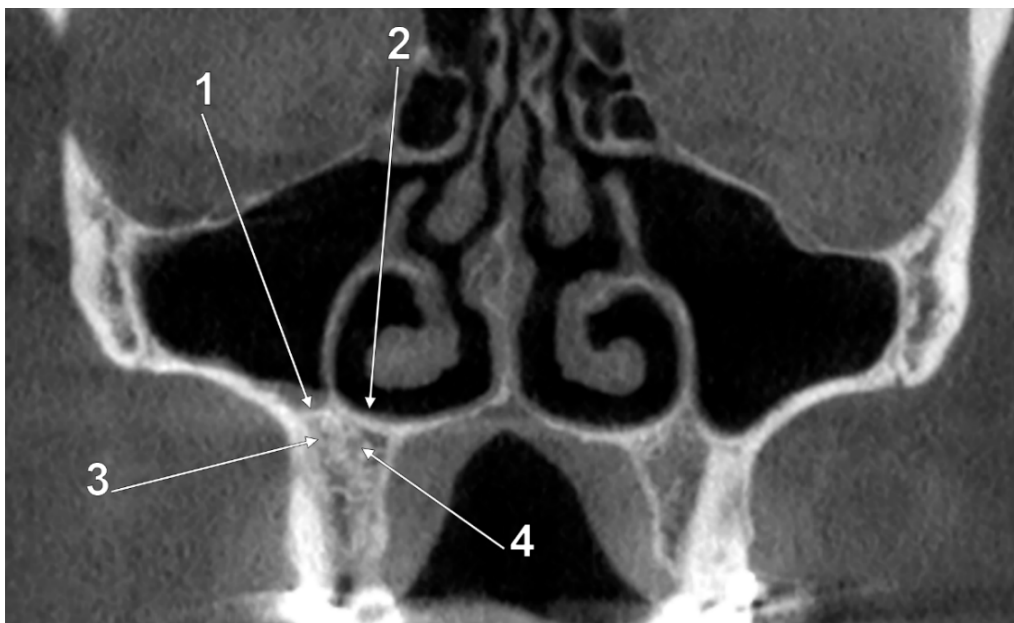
Secțiune CBCT coronală prin sinusurile maxilare la nivelul septului interproximal PM2/M1. Planșeul antral se află la același nivel cu planșeul nazal. 1.planșeul antral; 2.planșeul nazal; 3.os alveolar subantral; 4.os alveolar subnazal.
